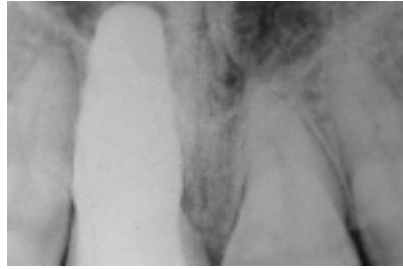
In Regio 11 ist eine Krone mit horizontaler Verschraubung eingesetzt. – Abb. 8: Die Röntgenkontrolle der Krone. – Abb. 9: Ca. ein Vierteljahr später wird die Krone den tatsächlichen Verhältnissen angepasst, nach Einsetzen des Implantates.
